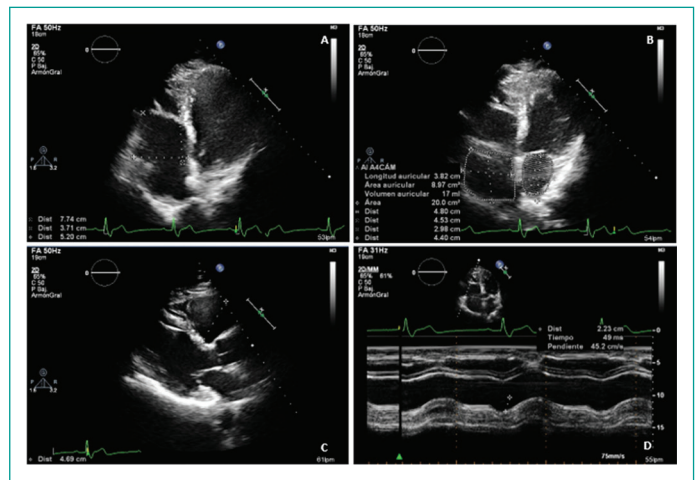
Se observa en ecocardiograma transtorácico ventana apical 4 cámaras dilatación del ventrículo derecho en su diámetro basal y medio (A). dilatación de la aurícula derecha (B), dilatación del tracto de salida del ventrículo derecho en eje paraesternal largo (C), a la evaluación de la función sistólica (D) se encuentra conservada.
